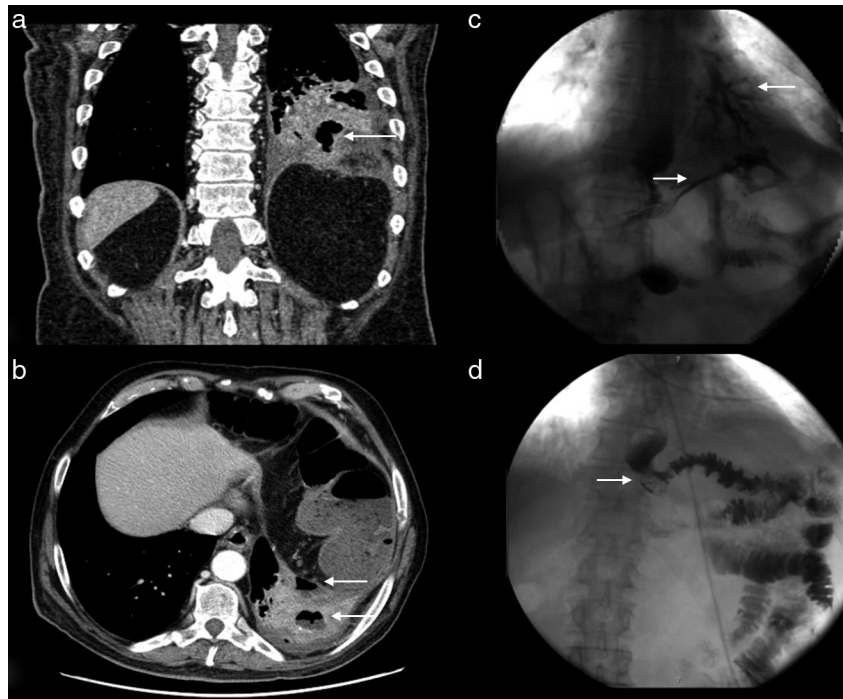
a) Solução de continuidade transdiafragmática (seta) – TC. b) Coleção líquida abdominal e abscesso da base pulmonar esquerda (seta) – TC. c) Fístula transdiafragmática, com continuidade para a árvore brônquica esquerda (seta) – Trânsito esôfago-jejunal contrastado. d) Ausência de extravasamento de produto de contraste, com persistência do OTSC (seta) – Trânsito esôfago-jejunal contrastado.
